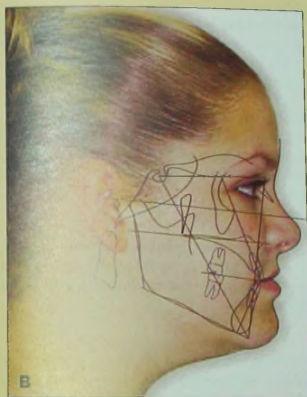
Случай 3. А. Телерентгенограмма в боковой проекции. В. Наложение ТРГ на фотографию.
